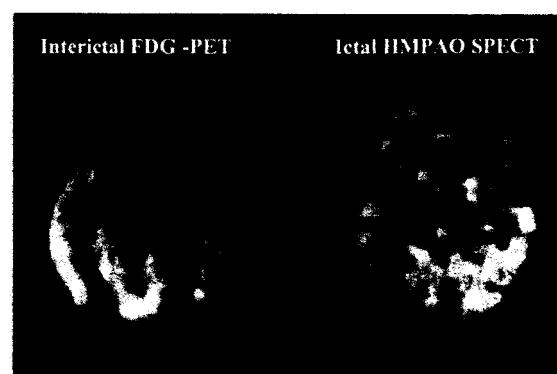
Ictal SPECT (right) and interictal SPECT (left) of patient No. 6, showing hyperperfusion with focal defect on the left temporal area in the ictal SPECT and hypometabolic area on the left temporal lobe in the PET.
